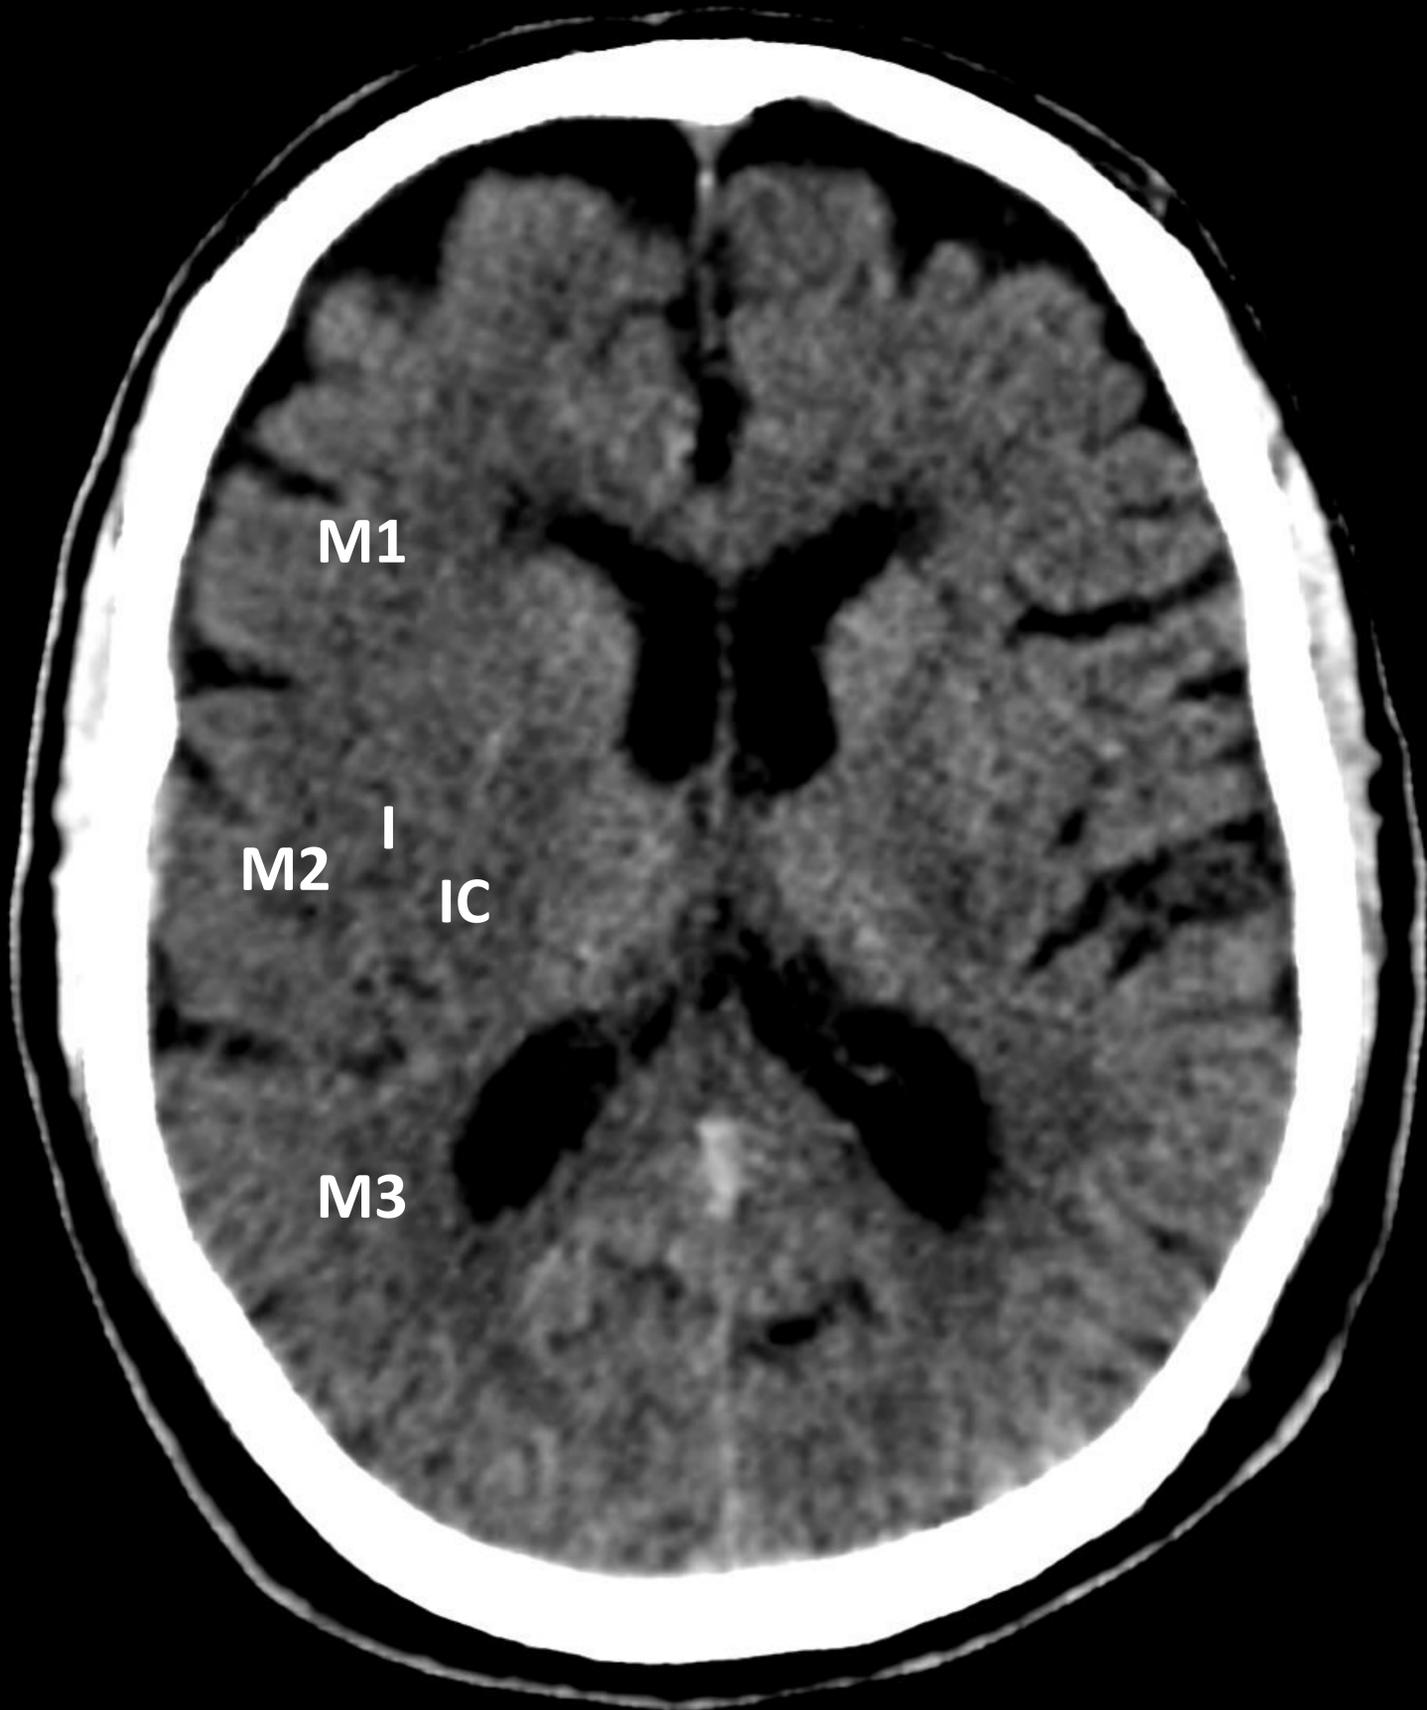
Imagen axial de TC basal craneoencefálico: Se aprecia hipodensidad en territorios de la arteria cerebral media derecha M1, M2 y M3, así como a nivel de núcleo lenticular (L), ínsula (I) y cápsula interna (IC) derechas; todo ello sugestivo de isquemia de las áreas referidas. ASPECTS 4.
